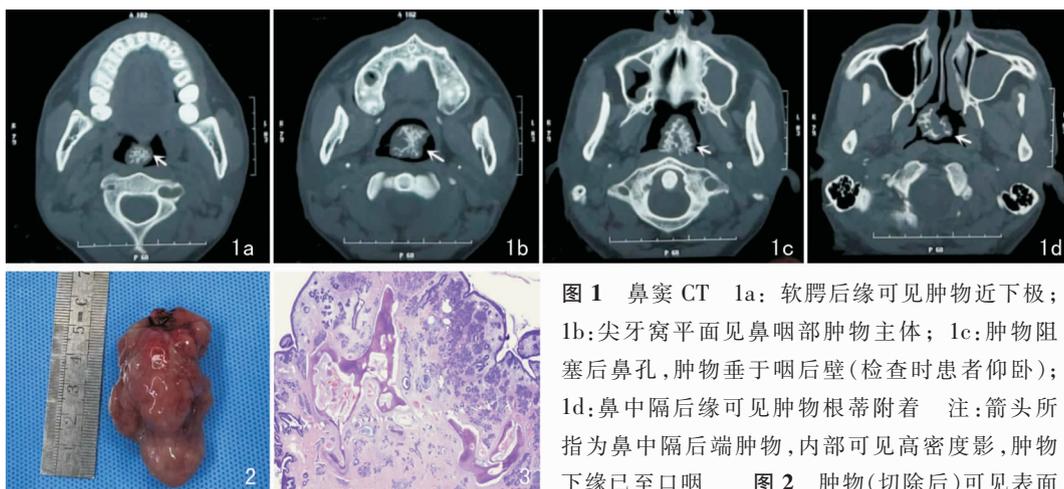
鼻窦CT 1a: 软腭后缘可见肿物近下极; 1b: 尖牙窝平面见鼻咽部肿物主体; 1c: 肿物阻塞后鼻孔, 肿物垂于咽后壁(检查时患者仰卧); 1d: 鼻中隔后缘可见肿物根蒂附着 注: 箭头所指为鼻中隔后端肿物, 内部可见高密度影, 肿物下缘已至口咽 图2 肿物(切除后)可见表面
